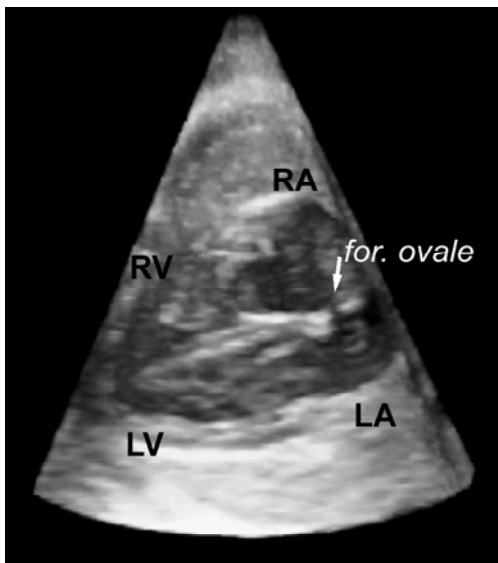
Vier-Kammer-Blick in der 3D-Echtzeitechokardiographie
